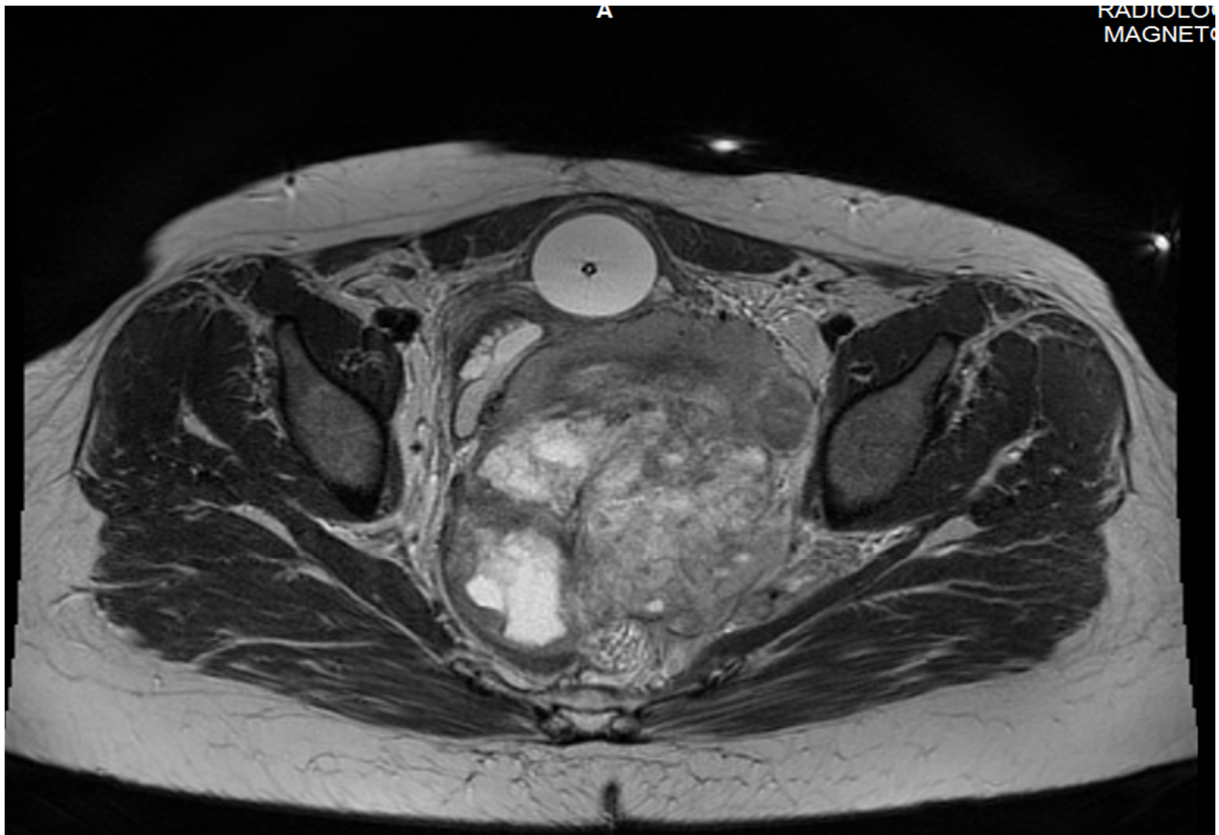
IRM montrant une volumineuse masse retro-utérine d'allure nécrosée et bien circonscrite (cas 31)
